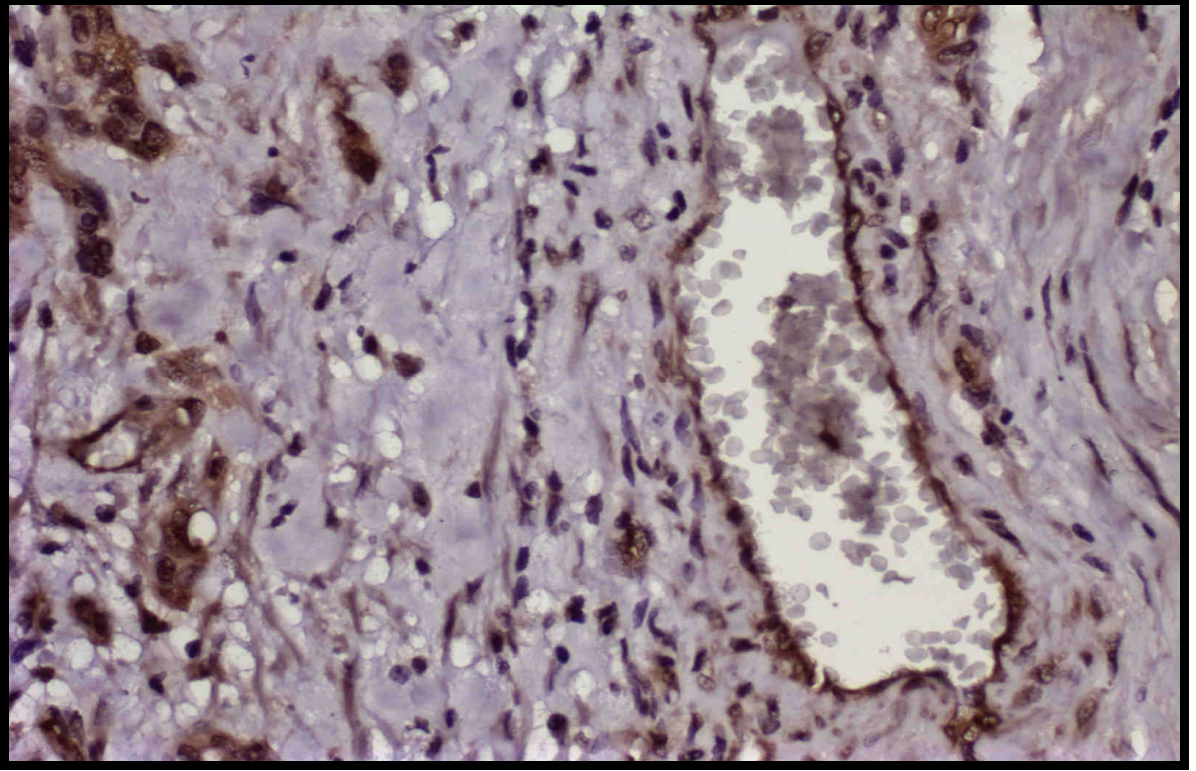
T-PSMA antikoru ile tümör hücrelerinde grade 3 boyanma (x400)
